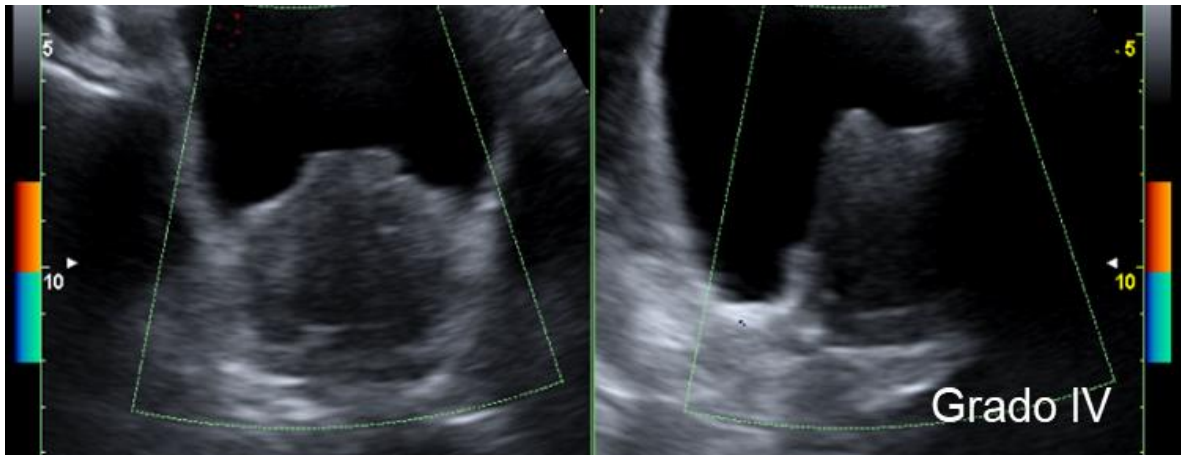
Imagen de ultrasonido prostático con Doppler color, en imagen coronal y sagital, donde se identifica la glándula prostática aumentada de volumen (mayor a 85cc), de bordes lobulados, con parénquima hipoecoico y presencia de evidente impronta vesical.
